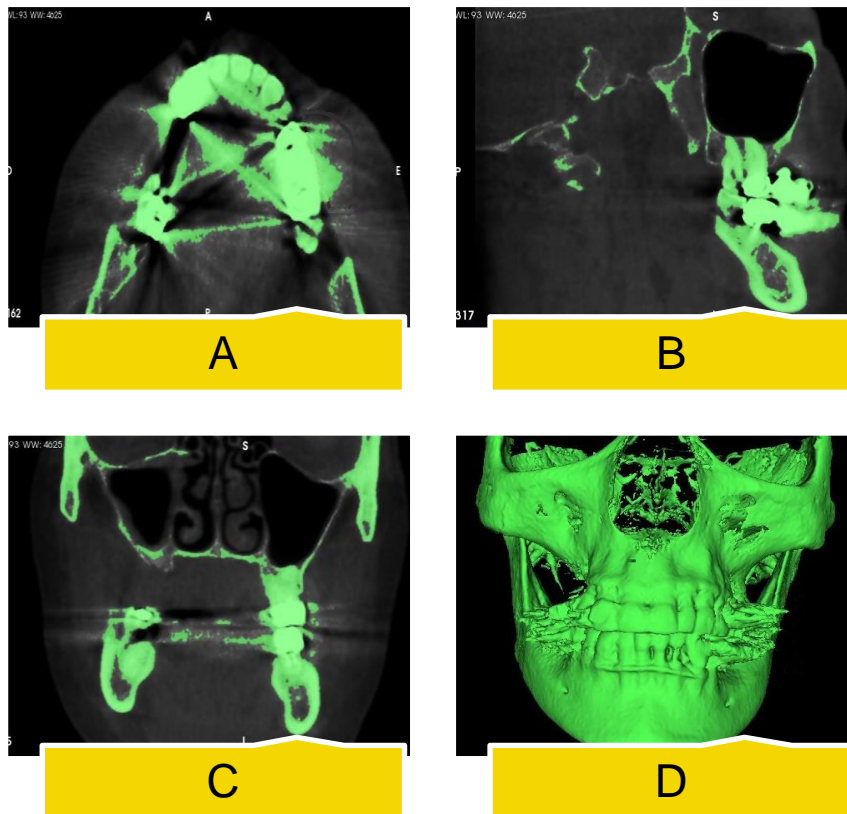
Visualização do CBCT: A, Corte Axial . B Corte Sagital . C, Corte coronal. D, Reconstituição 3D
